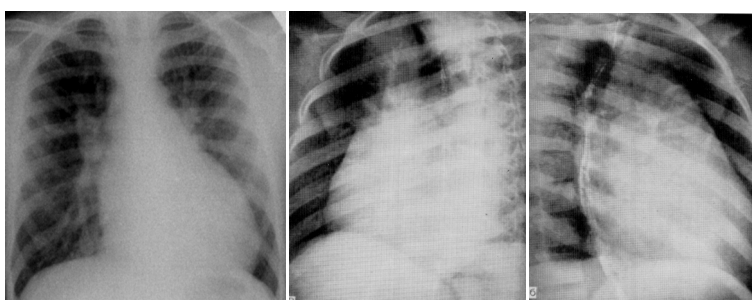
Рентгенологическая картина сердца у больного с ДМЖП без легочной гипертензии
